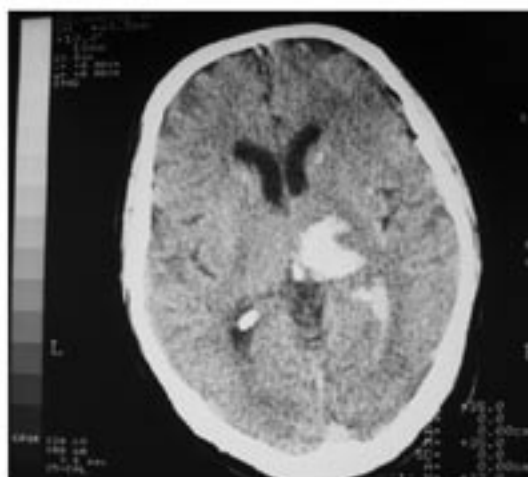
КТ больного М., 69 лет с геморрагическим инсультом.
